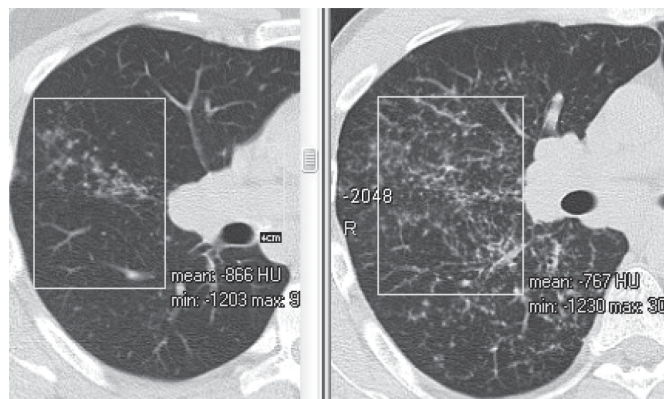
МСКТ больного Г., саркоидоз II стадии (слева): ограниченная узелковая диссеминация («cluster»-симптом) низкой плотности (-866 HU); МСКТ больного Б., саркоидоз II стадии (справа): распространенная узелковая диссеминация высокой плотности (-767 HU).
